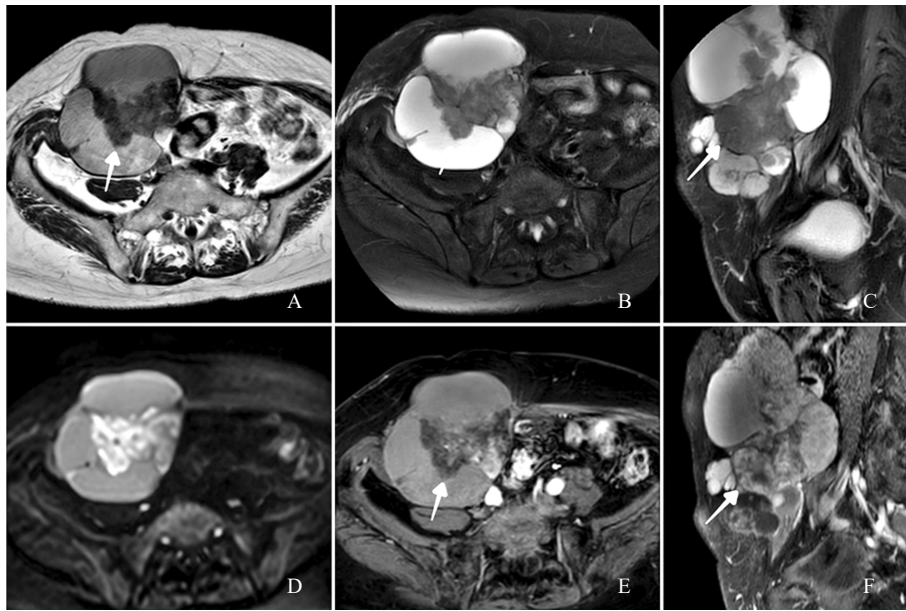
典型病例7 (患者, 女性, 55岁, 发现腹壁肿块半月余, 腹壁透明细胞癌, 来源于腹壁EM) MRI图像
